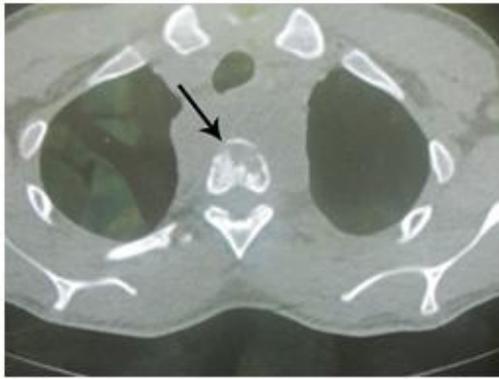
TAC mediastino (corte axial).
